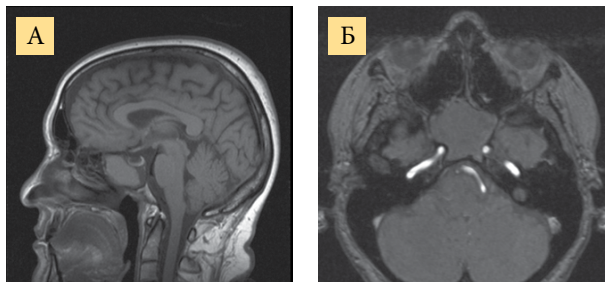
МРТ головного мозга. T1 в сагиттальной плоскости (А): визуализируется гипоинтенсивное образование в проекции клиновидной пазухи, со снижением интенсивности сигнала в ее задних отделах, книзу от турецкого седла. Бесконтрастная МР-ангиография на уровне турецкого седла в аксиальной плоскости (Б): определяются базилярная и обе внутренние сонные артерии: слева внутренняя сонная артерия тесно прилежит к образованию клиновидной пазухи, которая охватывает ее полукольцом, без признаков инвазии
